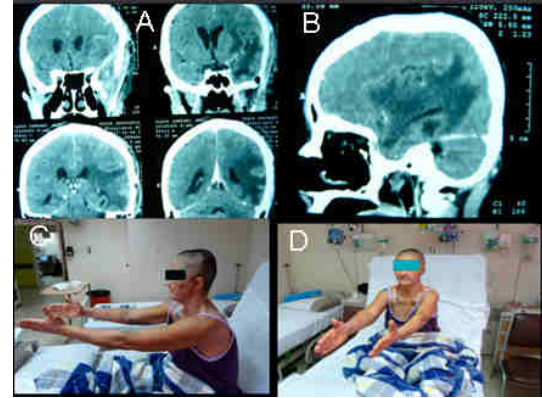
TAC craneal de control post-operatorio con contraste A y B, evidencia cambios post-quirúrgicos no hay captación patológica del medio de contraste en relación a exéresis total de lesión. Obsérvese que ya no hay desviación de línea media observada en imágenes preoperatorias. En C y D obsérvese paciente a las 72 horas post-operatorio, sin déficit neurológico agregado, Glasgow 15.
